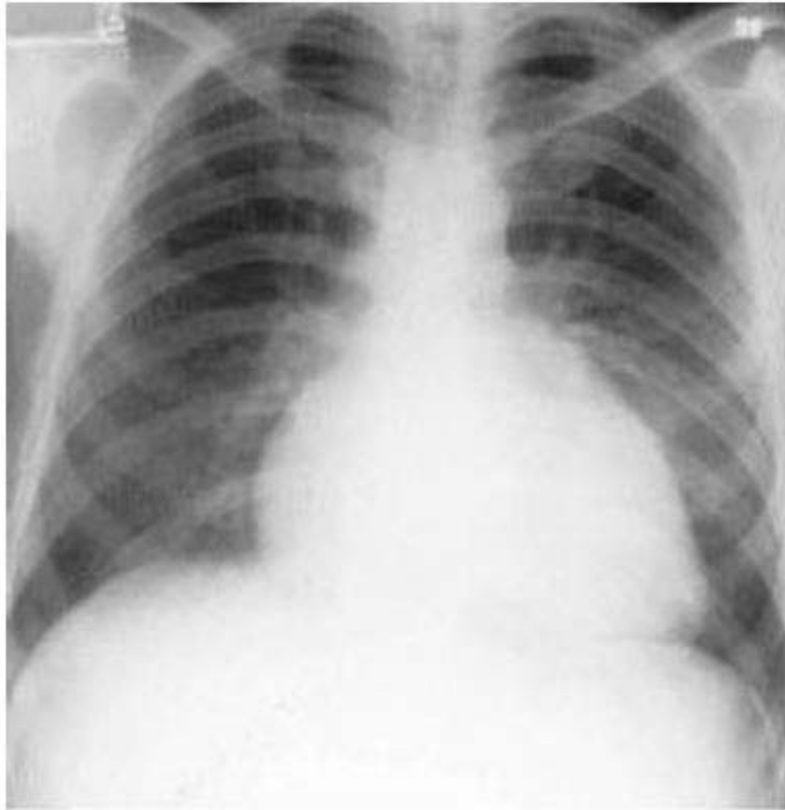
Radiografía que muestra cardiomegalia.
